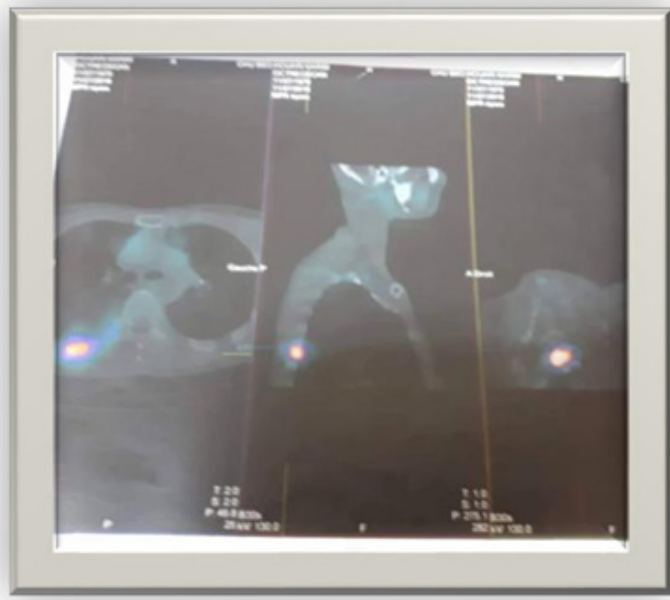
image de scintigraphie au T99-OCTREOTIDE
